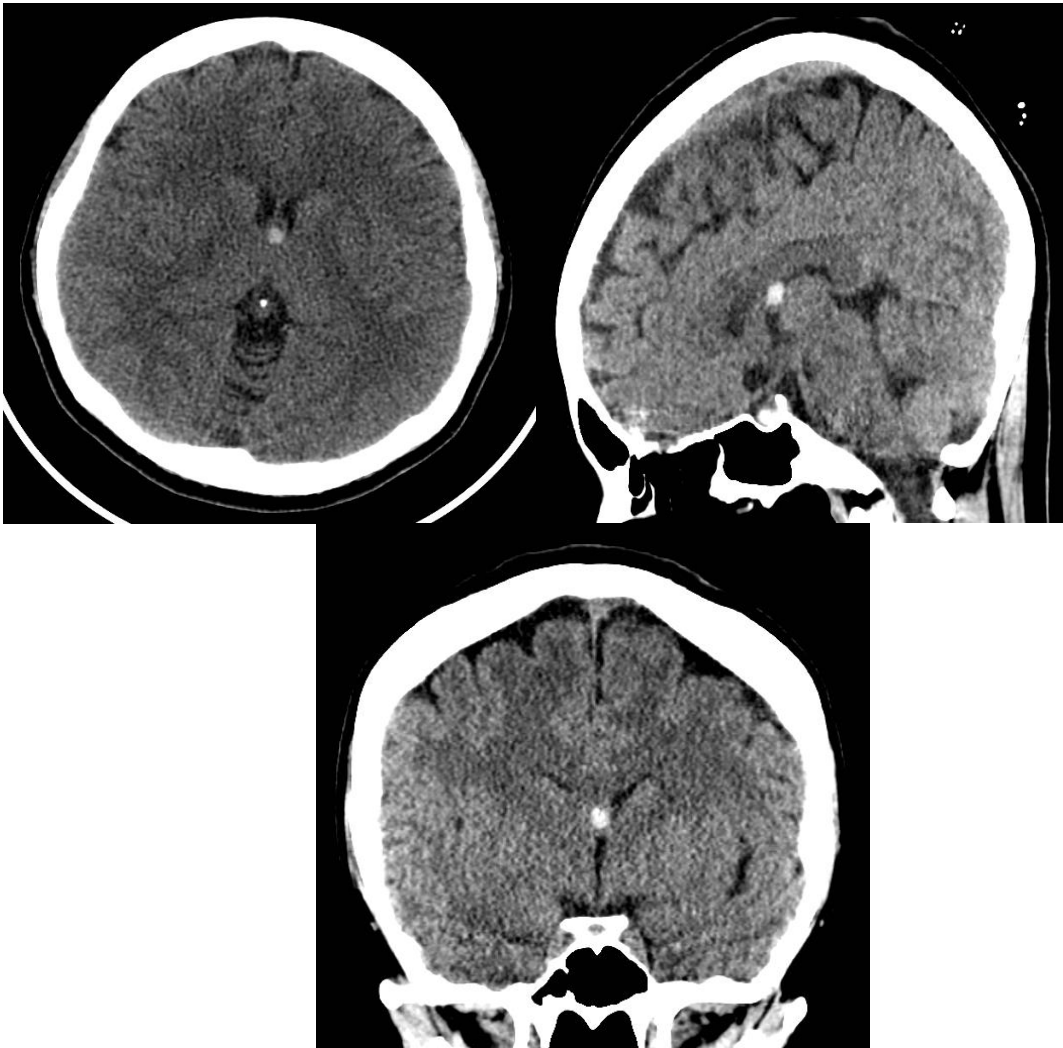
Femenino de 52 años de edad la cual presenta cefalea intensa por lo que acude al servicio de admisión continua de esta UMAE. TC de cráneo (a) axial, reconstrucción (b) sagital y (c) coronal en el cual se evidencian lesión redondeada hiperdensa, de bordes lisos y bien definidos de localización en el tercer ventrículo.
